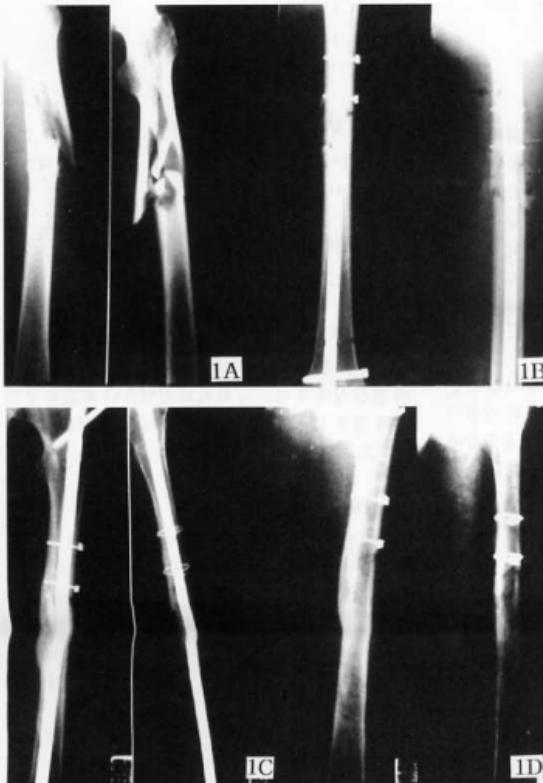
Anteroposterior and lateral radiographs showed a femoral shaft fracture of 34-year-old male with Winquist-Hansen type IV comminution
